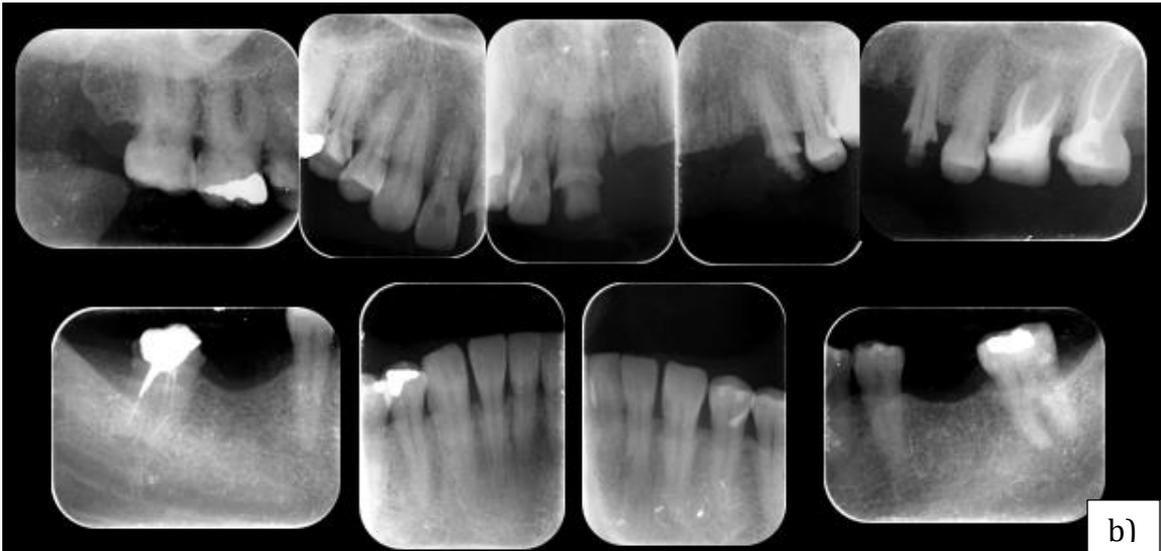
b) Serie radiográfica periapical. Fuente directa.
